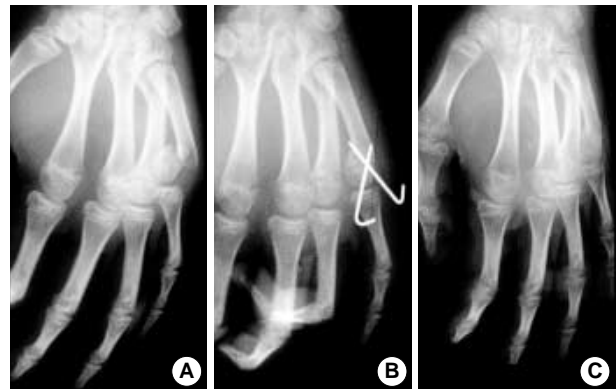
The correction of angulation after operation is well maintained. (A) Preoperative radiograph showed 46° angulation. (B) Postoperative radiograph showed 18° angulation. (C) Radiograph on postoperative 8th week revealed 18° angulation.
